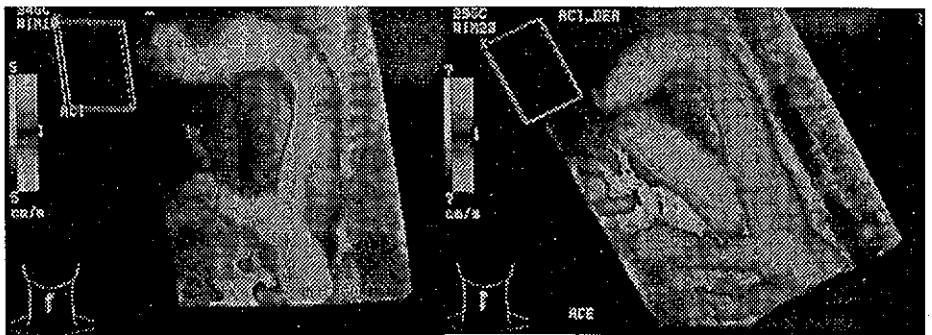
Doppler color 3D de arterias carótidas
